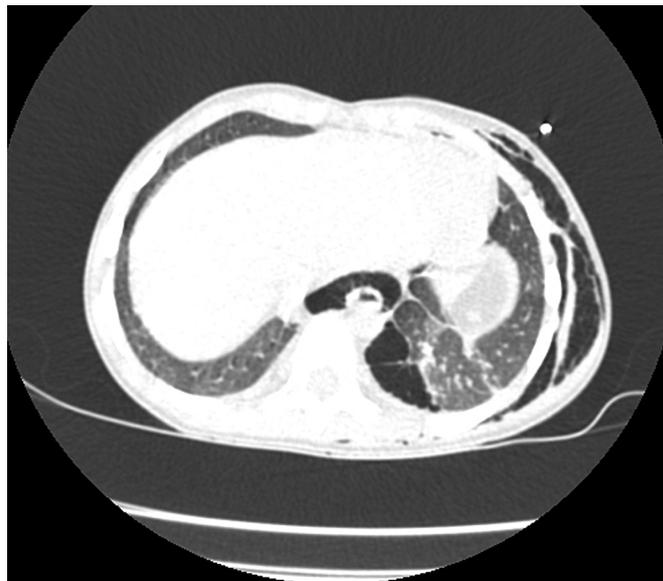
КТ скан грудной клетки спустя месяц после хирургического лечения: послеоперационный механический шов нижней доли левого лёгкого, формирующийся пневмофиброз, плевральные наложения.
